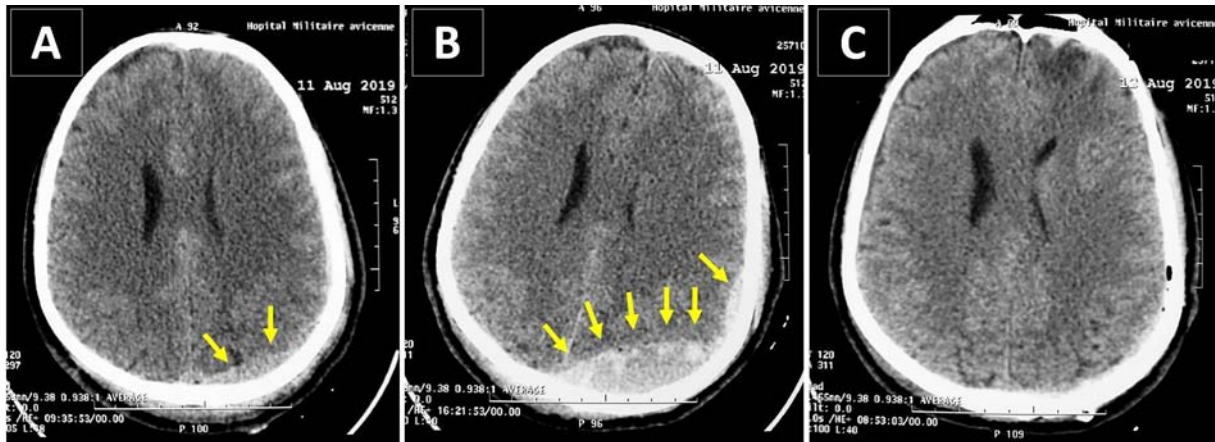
TDM cérébrale en coupes axiales en fenêtres parenchymateuses chez le même patient accidenté de la voie publique à 4 heures (A) et 12 heures (B) après l'accident. Il existe une lame d'hématome extradural isodense en pariétal postérieur à gauche (A). L'aggravation neurologique du patient a incité à effectuer une TDM de contrôle en urgence montrant l'augmentation du volume de l'hématome extradural devenu hyperdense (B) responsable d'un effet de compression sur le parenchyme cérébral adjacent. Le patient a été opéré en urgence avec un contrôle tomodensitométrique rassurant (C).
